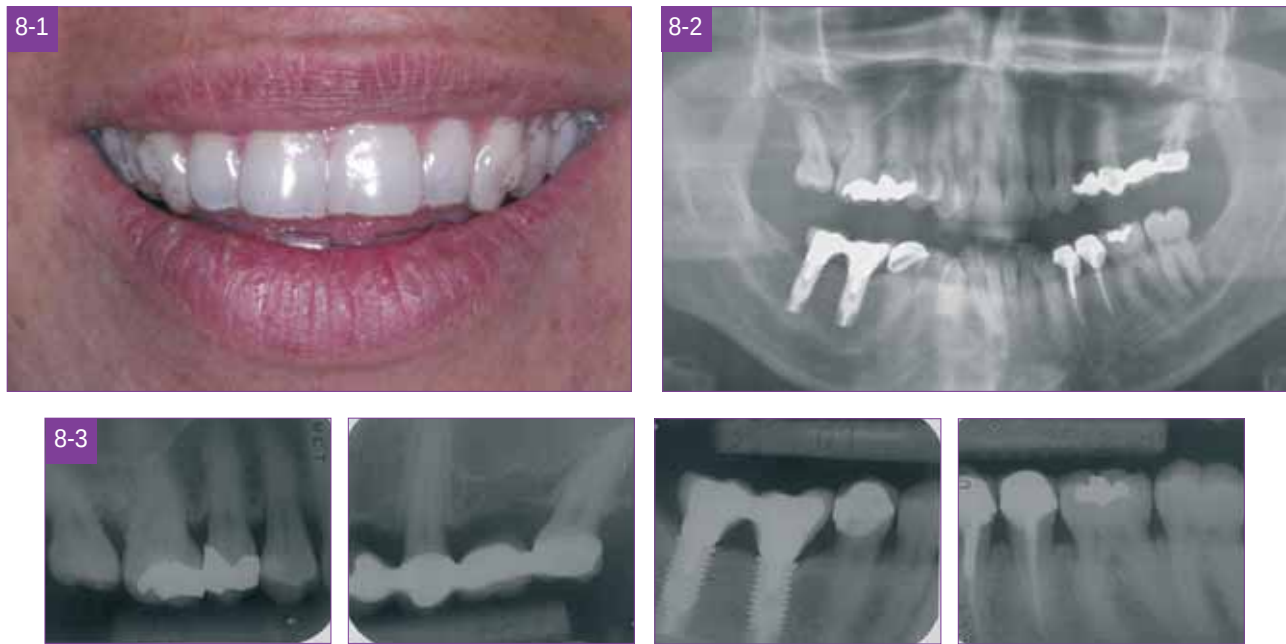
1 a 3. Férula en boca y radiografías.
